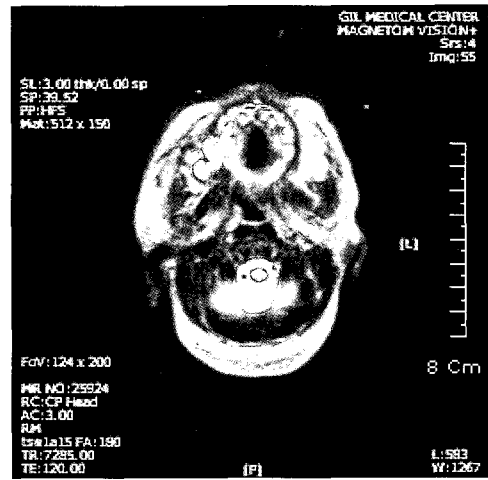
MRI 소견 상, 우측 종괴형 이상에서 증격을 가지는 T2 강화 소견이 보임.
